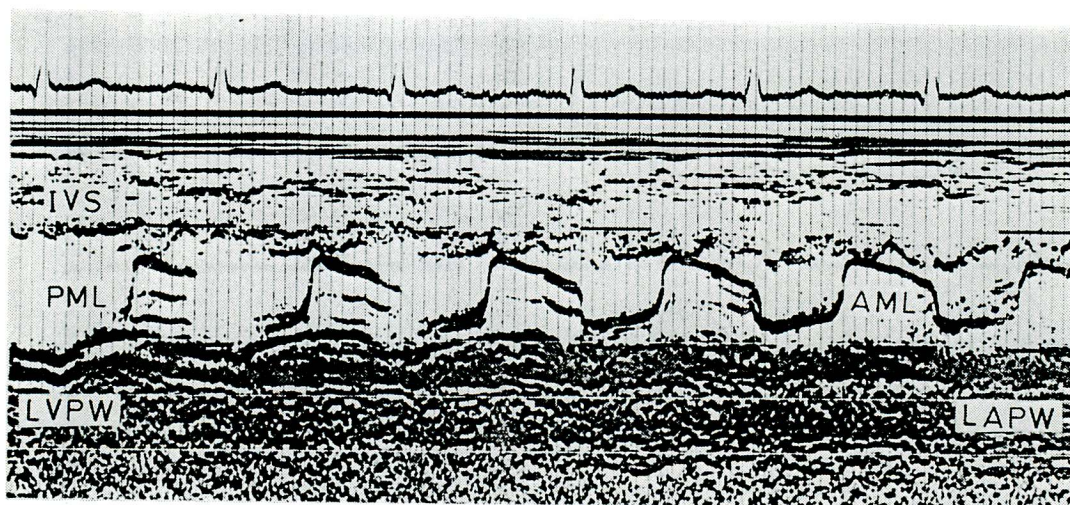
Preoperative echocardiogram of the mitral valve showing reduced diastolic descent rate of the anterior mitral leaflet and anterior displacement of the posterior mitral leaflet.
